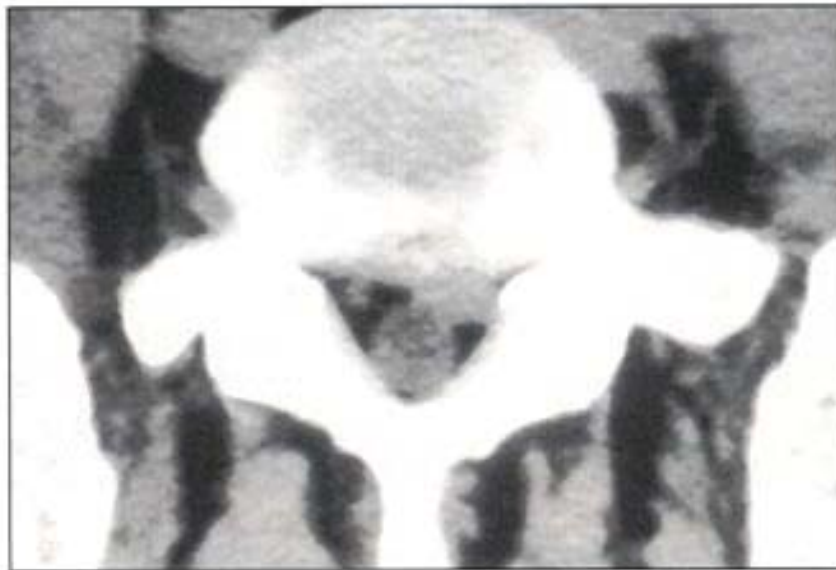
TDM : Hernie discale L4–L5 gauche
